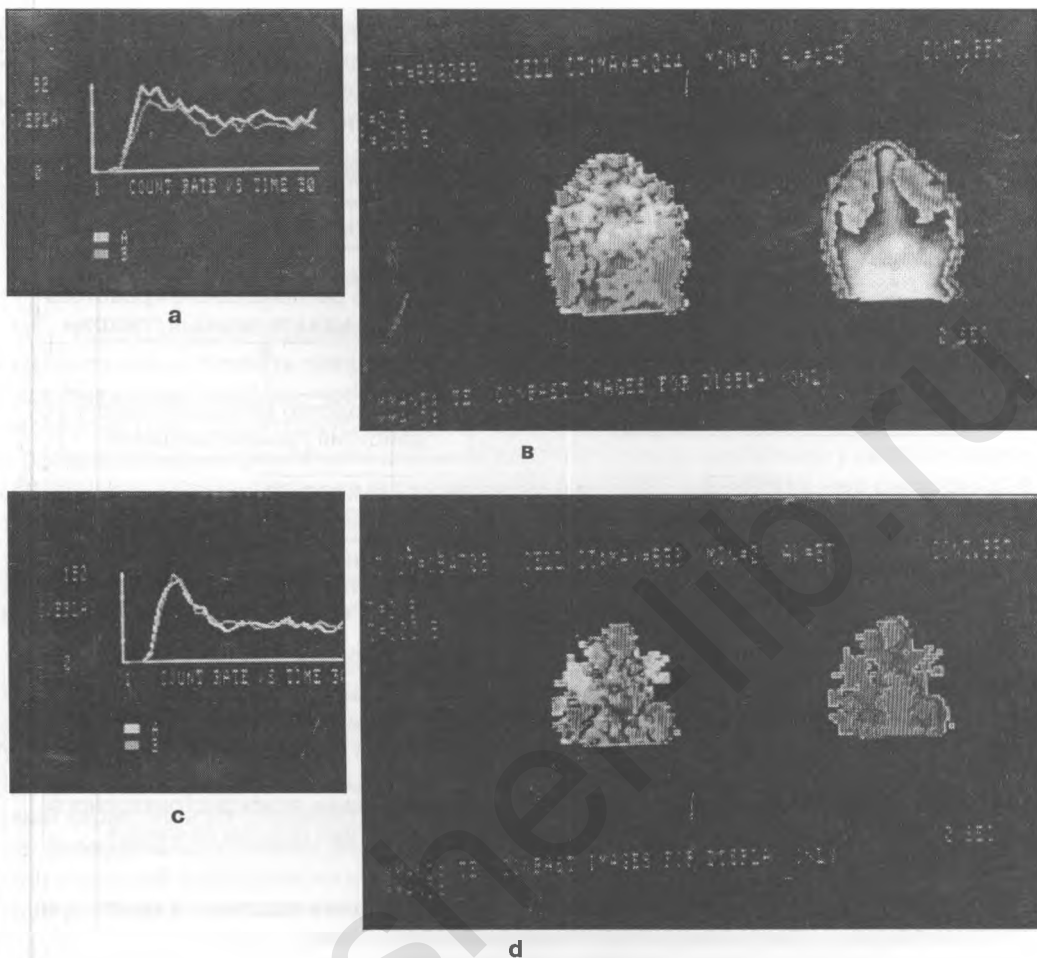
Мозговой кровотока и мозговая ткань при гипоксически-ишемической энцефалопатии (по данным церебральной сцинтиграфии).
